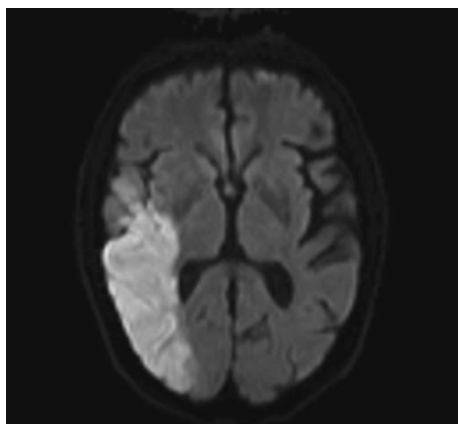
RM de encéfalo; corte axial. Técnica de difusión: lesión isquémica aguda en territorio silviano derecho.
